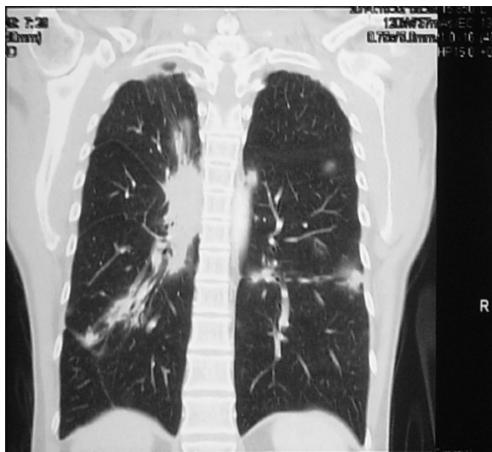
Computed tomography scan showing right parahilar lymphadenopathy
